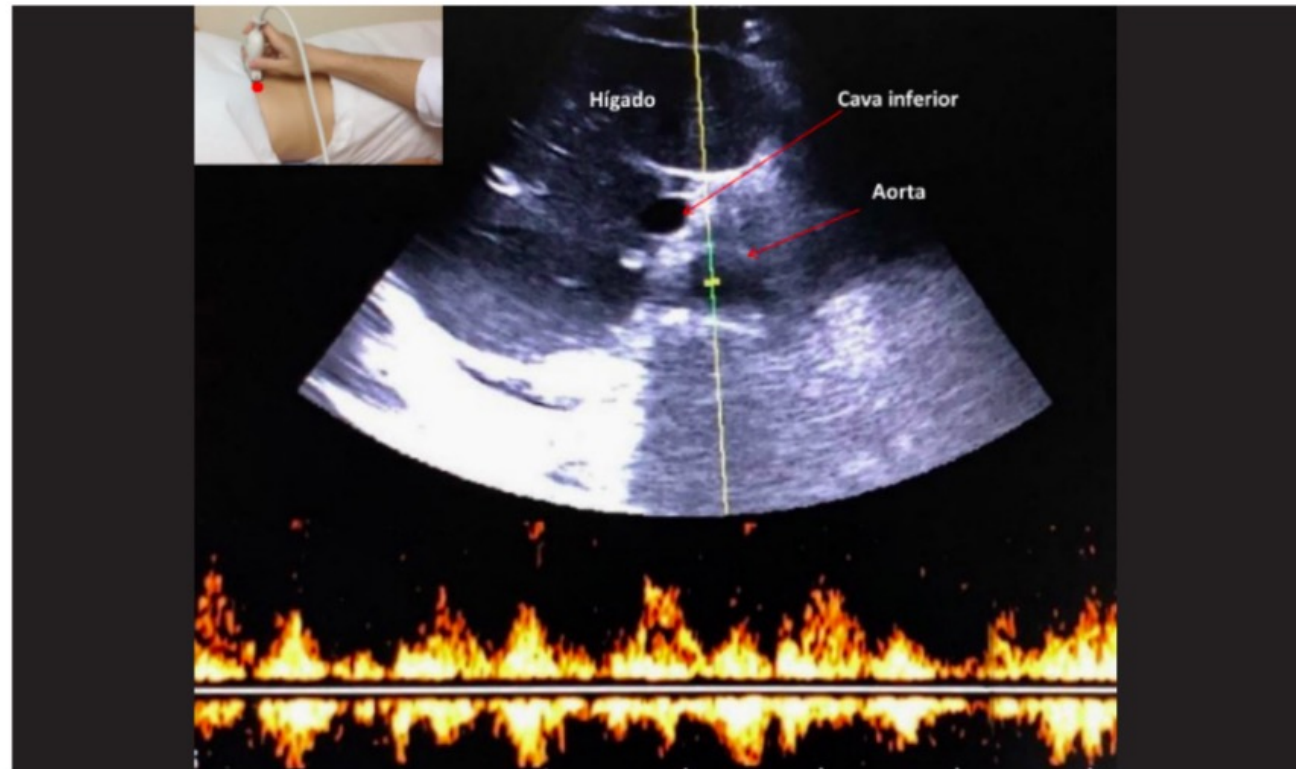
Doppler pulsado a nivel de aorta
